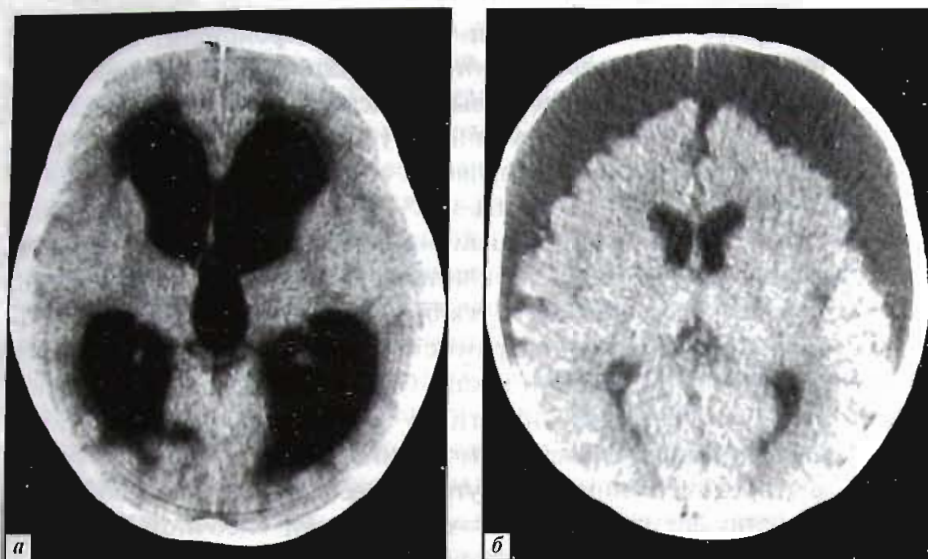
Компьютерная томография при гидроцефалии.
